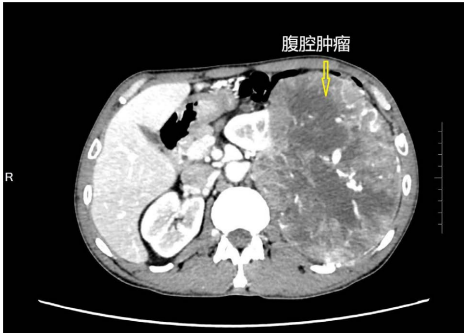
CT enhanced portal venous phase
